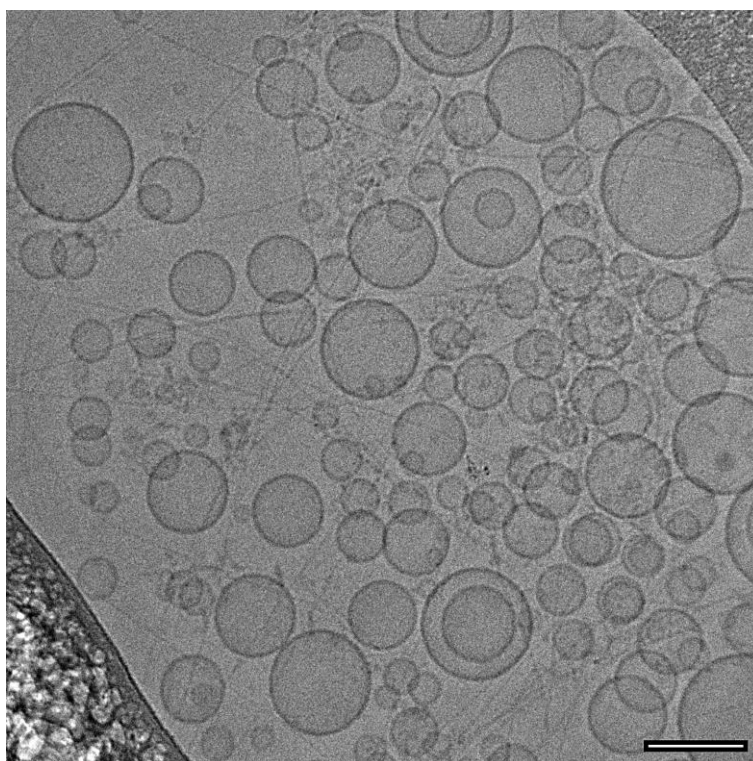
Image typique de SUVs-AP₁ et de nanofibres de Fmoc-FFY observées par cryo-TEM, onze jours après l'ajout du peptide précurseur Fmoc-FFpY (0.1 mg.mL⁻¹). Barre d'échelle = 100 nm.
